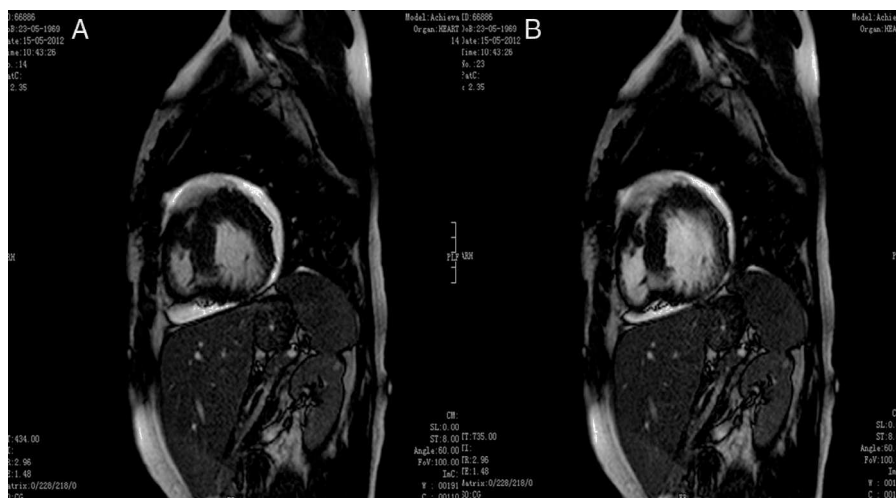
RMN cardíaca: (A) trabeculações presentes na parede inferior e posterior em sístole e (B) em diástole (aquisição sBTFE ponderada em T1 com orientação em eixo curto).
